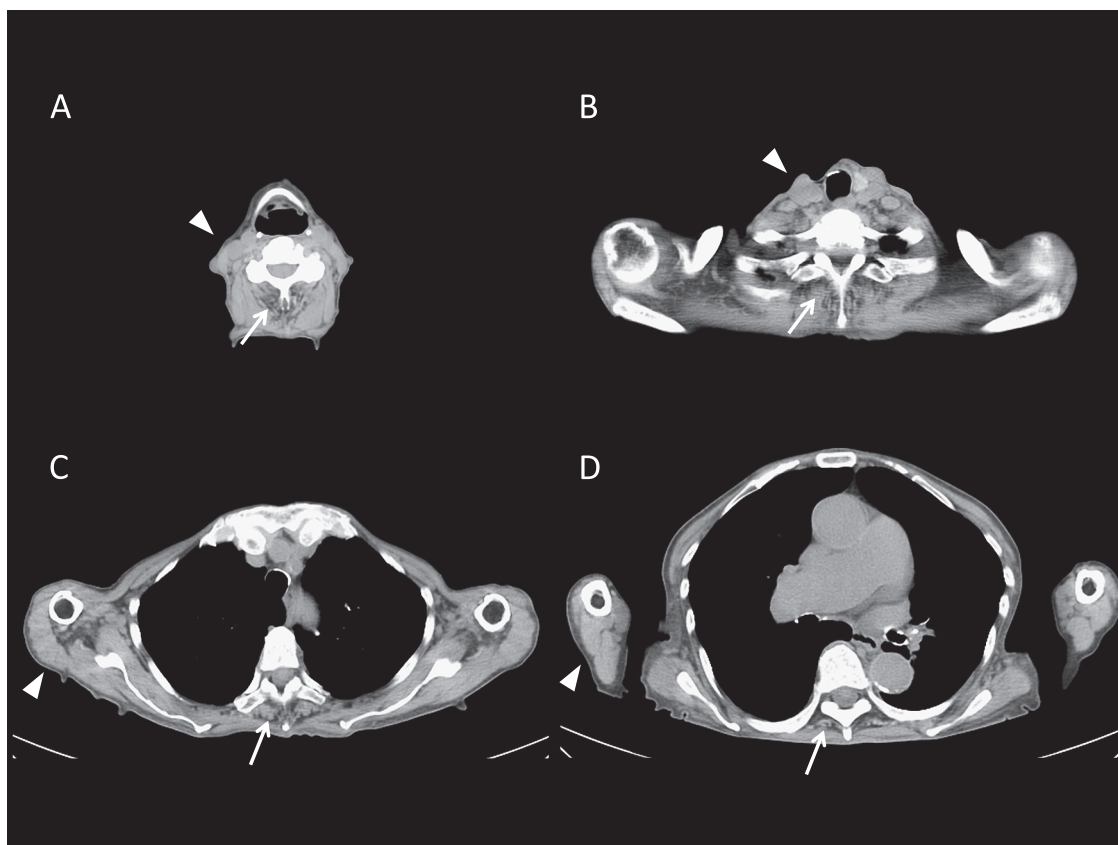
Computed tomography (CT) of the neck and paraspinal muscles.
